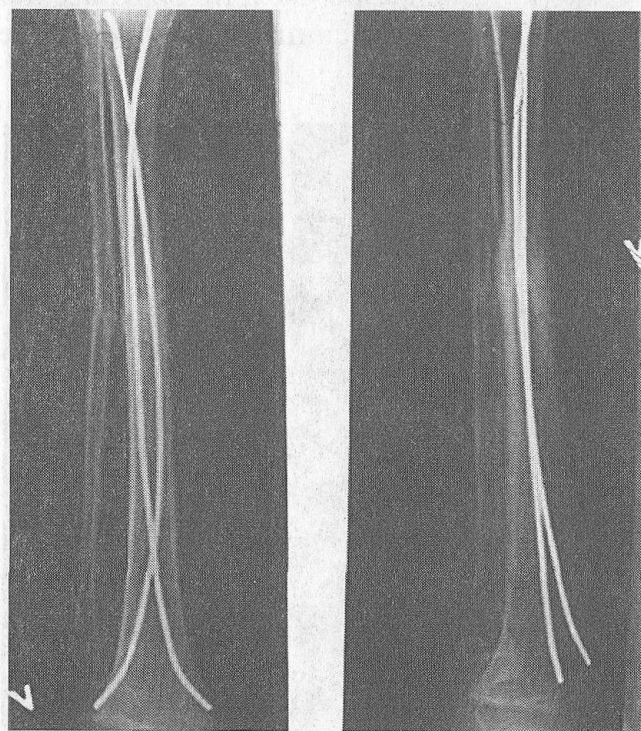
Остеосинтез большеберцовой кости при переломе обеих костей голени TENами (рентгенограмма)
